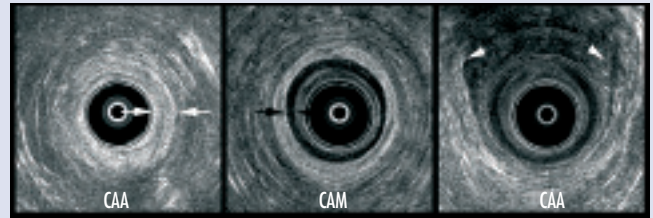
Ecografía endoanal normal. Conducto anal bajo (CAB): sólo vemos el EE (flechas blancas). Conducto anal medio (CAM): vemos interno al EE el EI (flechas negras). Conducto anal alto (CAA): vemos cómo el EE continúa con los MEA (cabeza de flechas), formando una imagen en herradura
